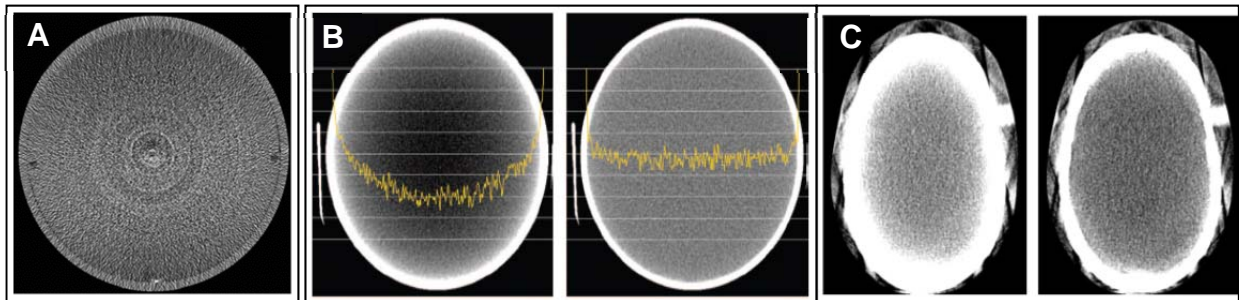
A) Ringartefact ten gevolge van detector non-uniformiteit; B) CT-getallen van het lijnprofiel getekend door een waterfantom zonder (links) en met kalibratiecorrectie (rechts); C) Schedelfantom gereconstrueerd zonder (links) en met botcorrectie (rechts).
